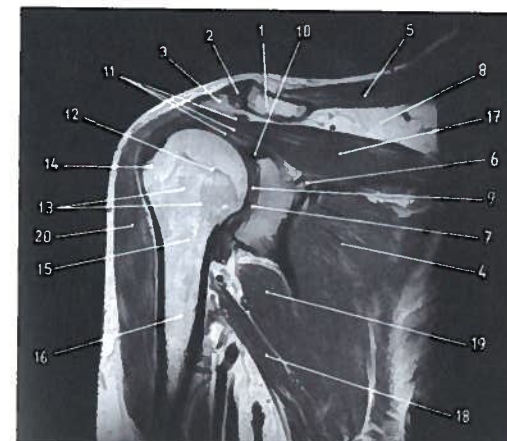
Corte RM coronal para estudo do ombro direito
